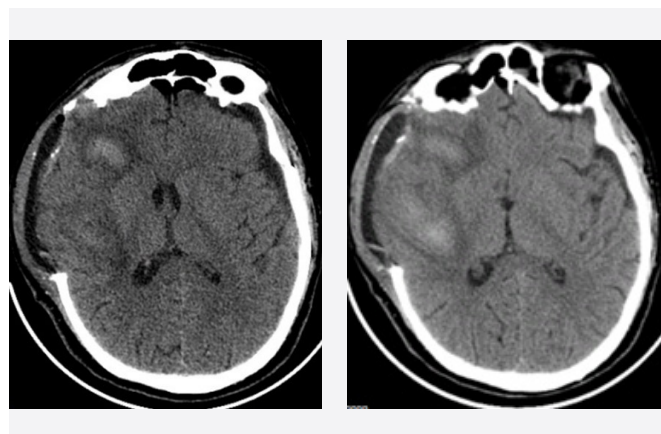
МСКТ головного мозга пациента Б., 28-е сут. после поступления
